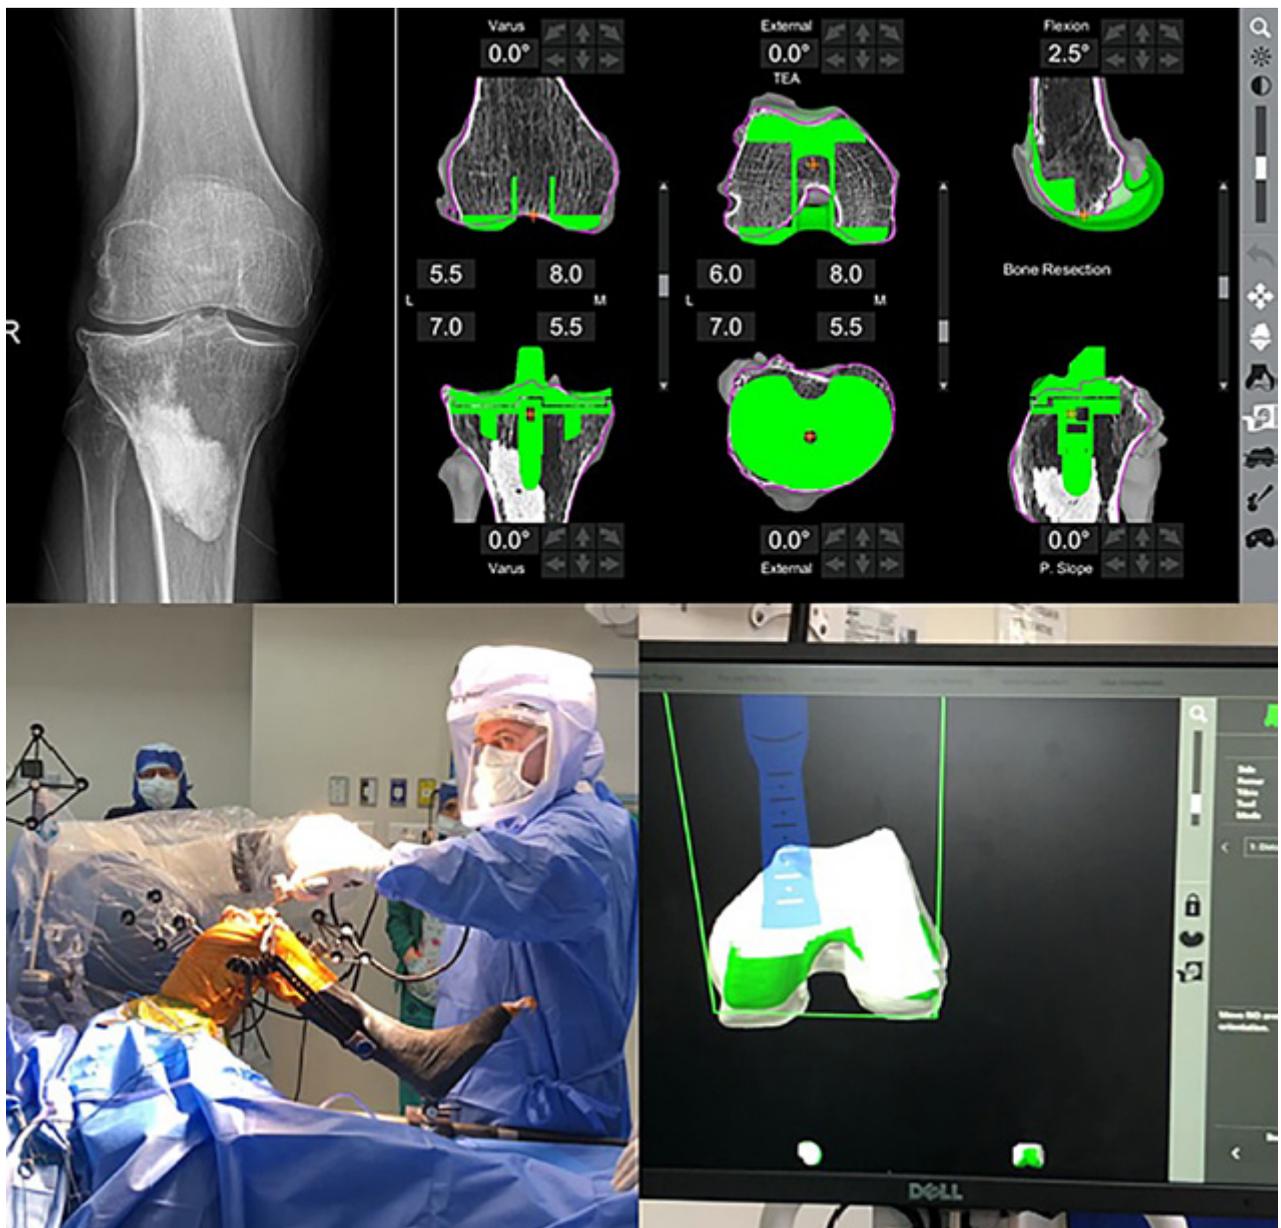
Arriba, izquierda: radiografía preoperatoria. Arriba, derecha: planificación preoperatoria realizada con CAR. Abajo, izquierda: cirujano realiza los cortes con el apoyo de cirugía robótica (abajo, derecha).
